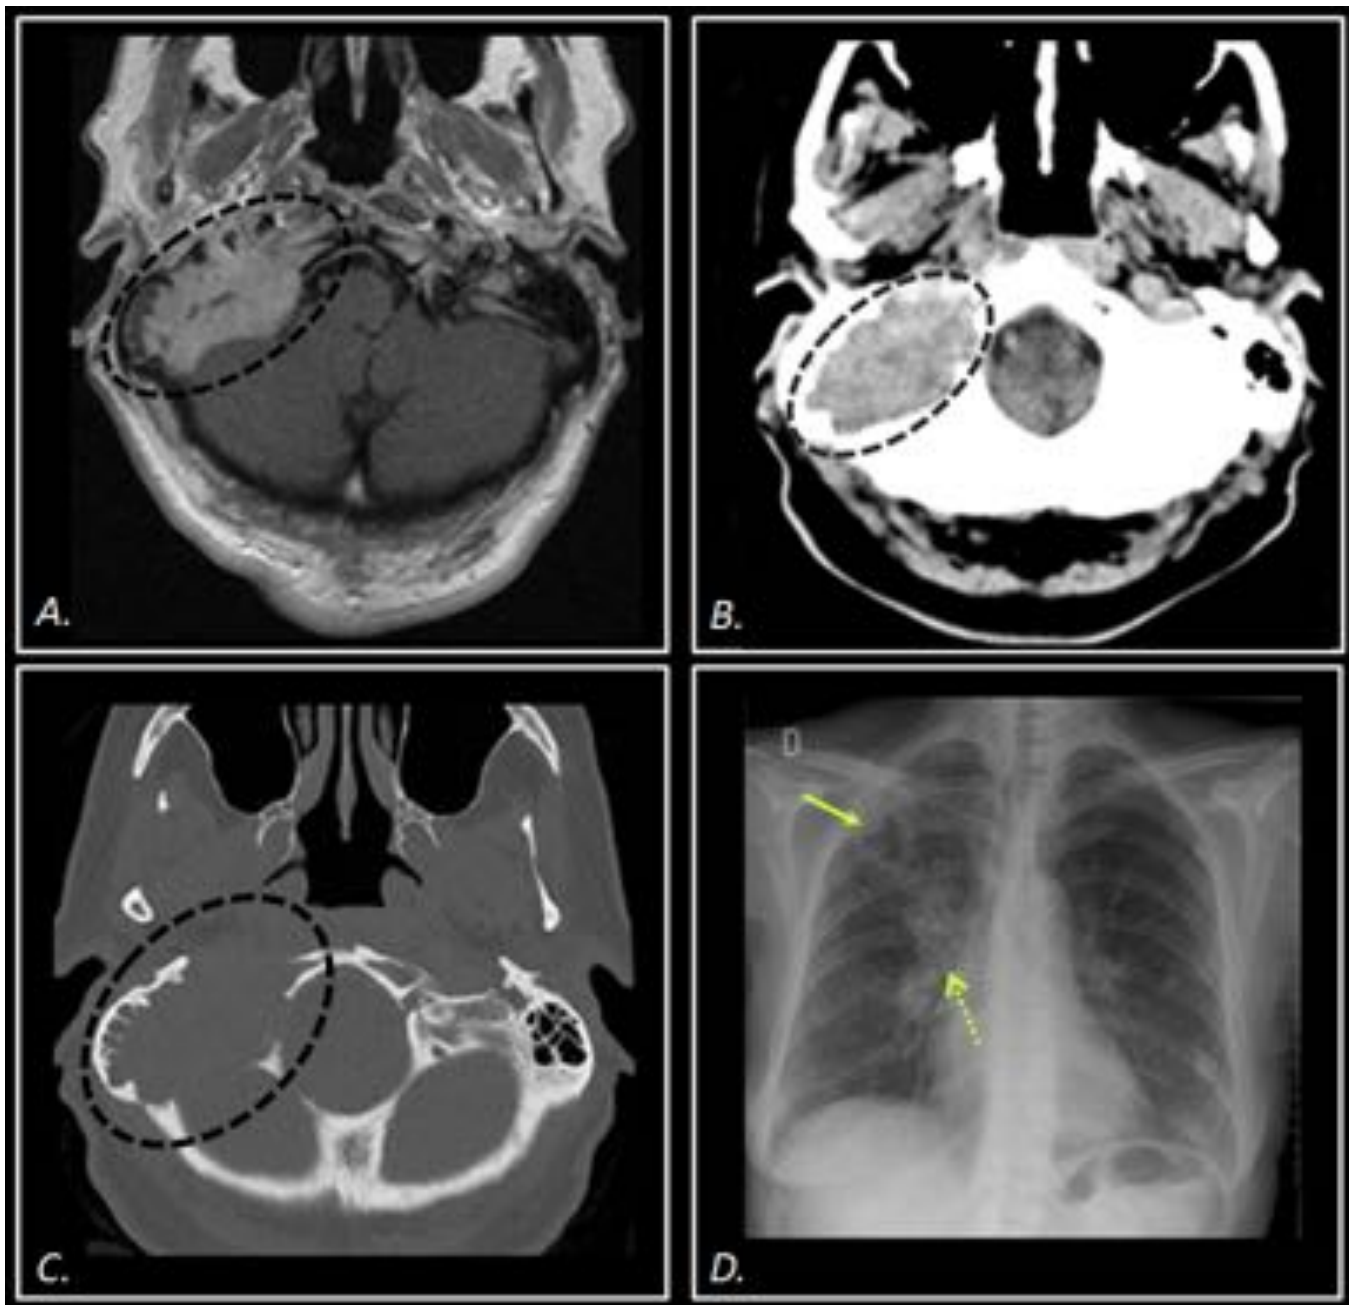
Mujer de 65 años sin antecedentes neoplásicos conocidos. Estudio por parálisis facial derecha. A) RM -T1Gd, (B y C) TC craneal. Masa homogénea que infiltra la región mastoidea y petrosa inferior derecha con destrucción ósea (círculos). D).Radiografía de tórax. Masa cavitada en lóbulo superior derecho (flecha continua) y adenopatías hiliares (flecha punteada) sugestivas de neoplasia pulmonar primaria, alertando la posibilidad diagnóstica de metástasis de base de cráneo.
